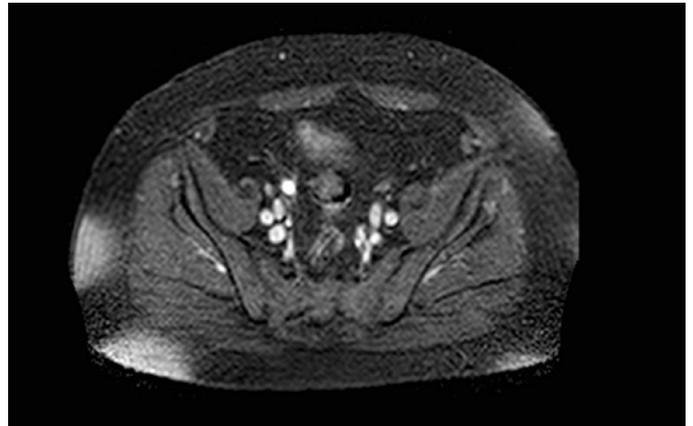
Imagen de RM de adenocarcinoma de colon.
